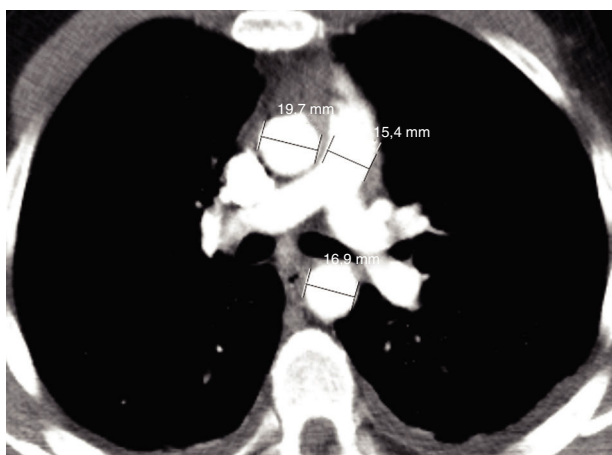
Angiotomografía computarizada. Proyección axial. Se aprecia aorta y arteria pulmonar de reducido tamaño.
